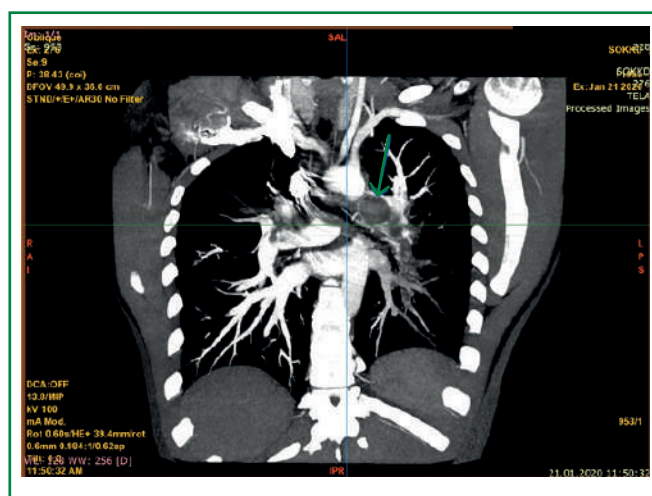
КТ грудной полости от 21.01.2020. Стрелкой указан крупный дефект наполнения в просвете левой ЛА
